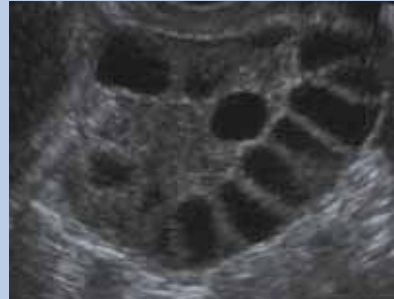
Ecografía ovárica
